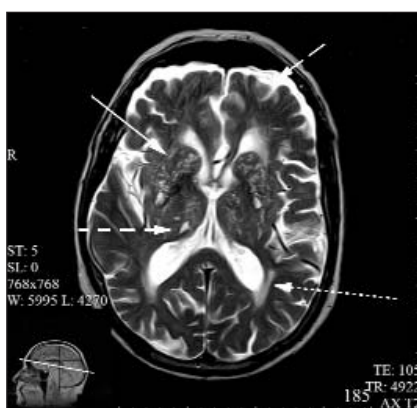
МРТ головного мозга, T2-ВИ. Болезнь малых сосудов. Сплошная стрелка — расширенные ПВР, круглые точки — перивентрикулярный лейкоареоз, пунктир — лакуны, длинный пунктир — атрофия лобных долей
